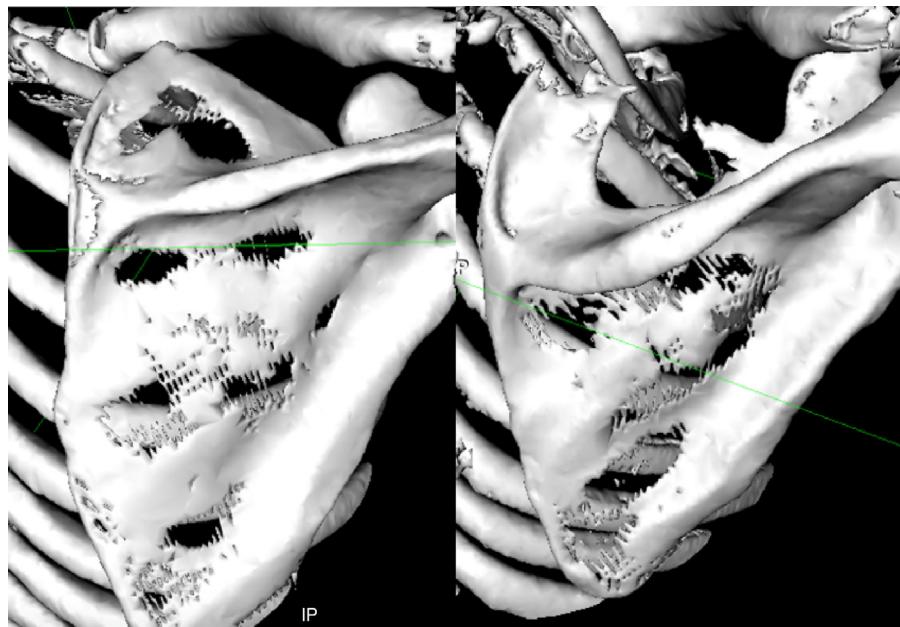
Pré e pós-operatório da tomografia com reconstrução em 3 D.
